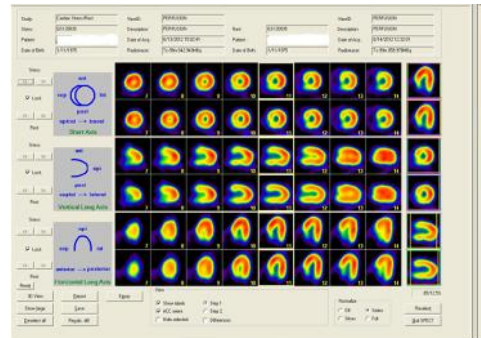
Image de scintigraphie myocardique normale au repos et à l'effort chez une patiente de 37 ans présentant des précordialgies et des troubles de la repolarisation à l'électrocardiogramme
